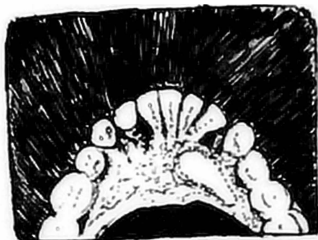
Radiografía oclusal de maxilar inferior. Se observa un canino retenido y quiste denfígero rodeando la corona.
